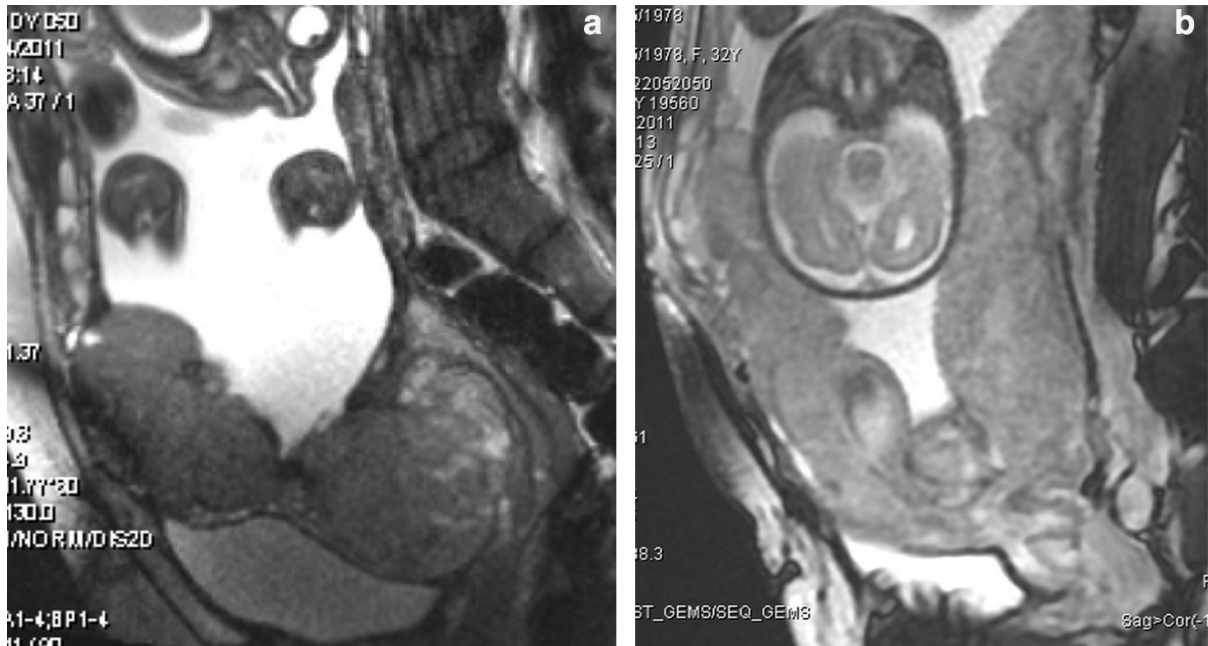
IRM coupe sagittal [20].
